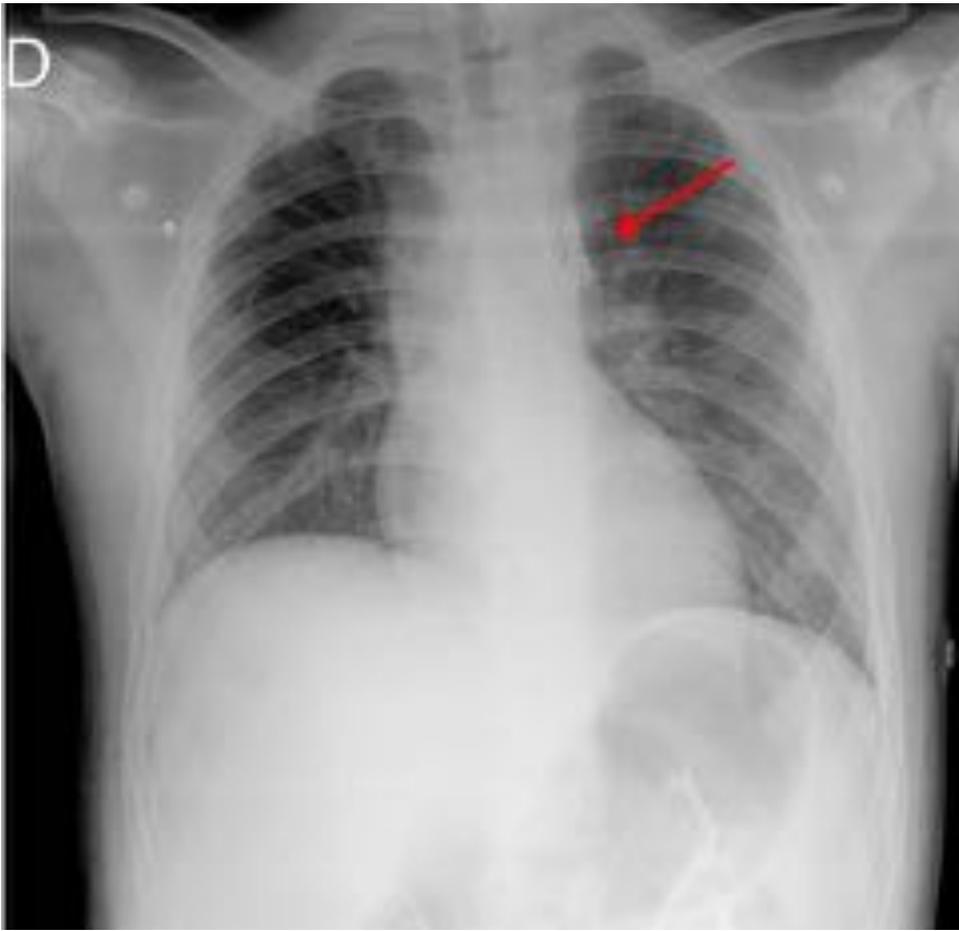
Radiografía posteroanterior (PA) de otro paciente con coartación de aorta donde también visualizamos un estent en mediastino (flecha roja) localizado en la aorta descendente.
